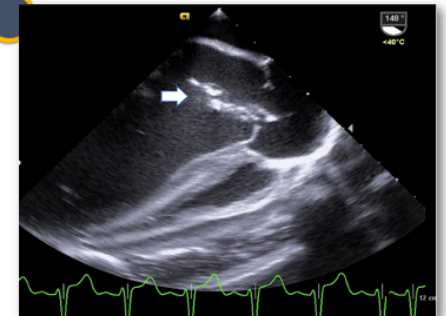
Ecocardiograma transefágico.
